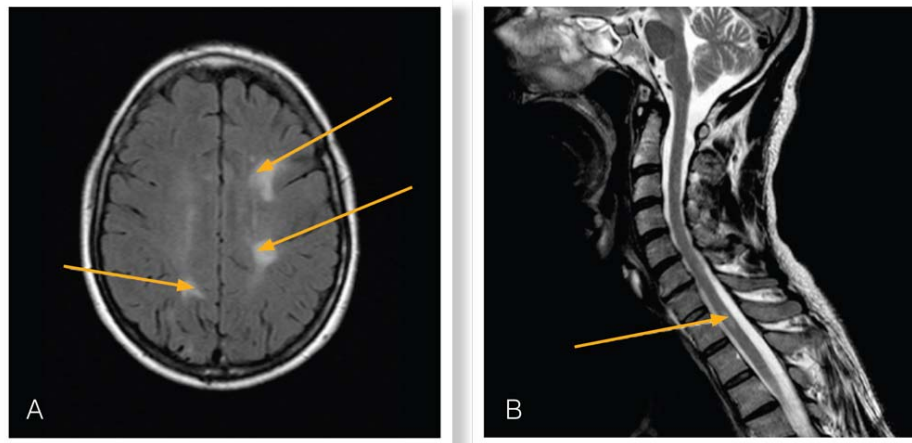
Images IRM montrant des lésions inflammatoires de SEP chez un patient récemment diagnostiqué et présentant un engourdissement au niveau d'une jambe. A : Lésions dans le cerveau, B : Lésion de la moelle épinière responsable de l'engourdissement
